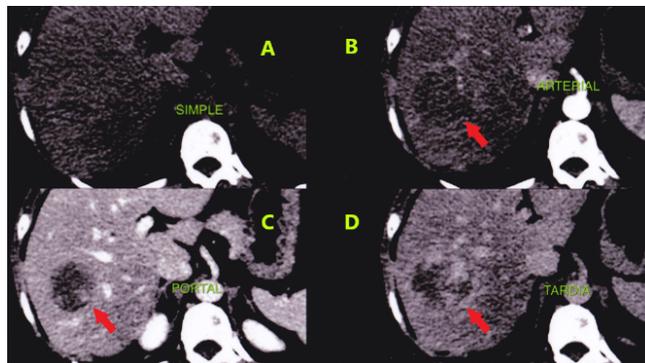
Tomografía computarizada trífásica que muestra un HH en el lóbulo hepático derecho: segmento VII. La administración de contraste intravenoso muestra un realce nodular centrípeto progresivo en las fases simple (A), arterial (B), portal (C) y tardía (D) (flechas).
